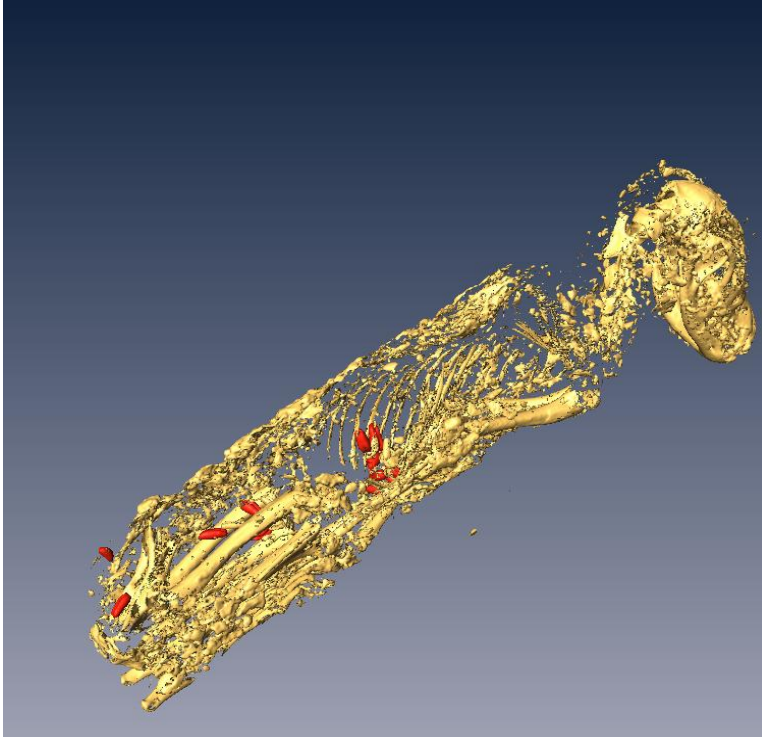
3D-Rekonstruktion des Hundemumien skeletts basierend auf dem CT-Datensatz, sowie die 3D-Rekonstruktion der in der Mumie enthaltenen bohnenförmigen Gebilde basierend auf dem UTE-MRT-Datensatz
